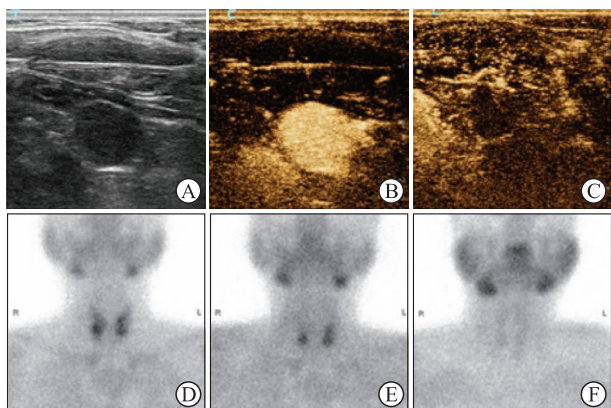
尿毒症性SHPT患者消融前后超声和^{99m}Tc-MIBI检查结果
